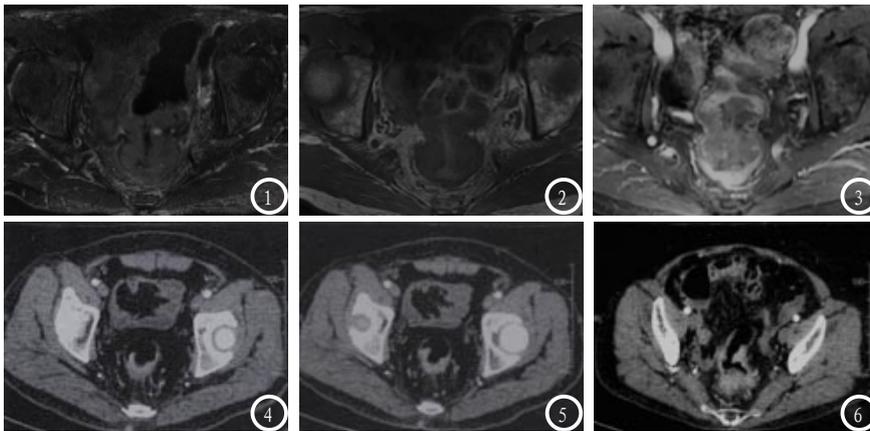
表示1.0T MRI检查图像,显示直肠与乙状结肠交界处管壁不规则增厚,T2WI(图1)呈不均匀稍高信号,T1WI(图2)呈稍低信号;增强扫描(图3)呈明显不均匀强化。图4-6 患者为64层MSCT检查图像,图4-6表示CT增强扫描动脉期图像,图4-5可见血管壁周围迂曲明显强化的条状影,其远端与血管相连;图6可见管壁外源毛糙,血管里可见短毛刺影。
